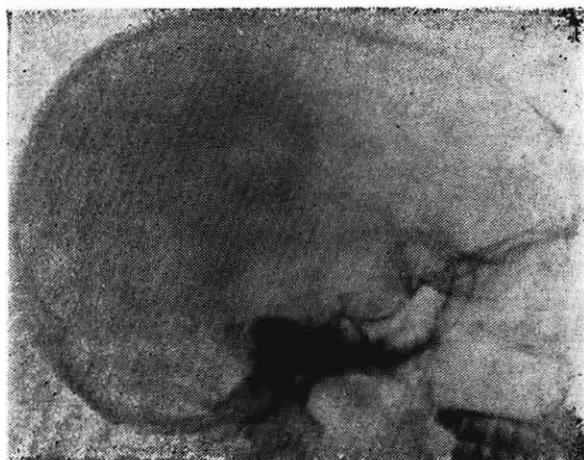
Radiografía simple que muestra calcificaciones supraselares, correspondientes a un cráneo-faringoma.
